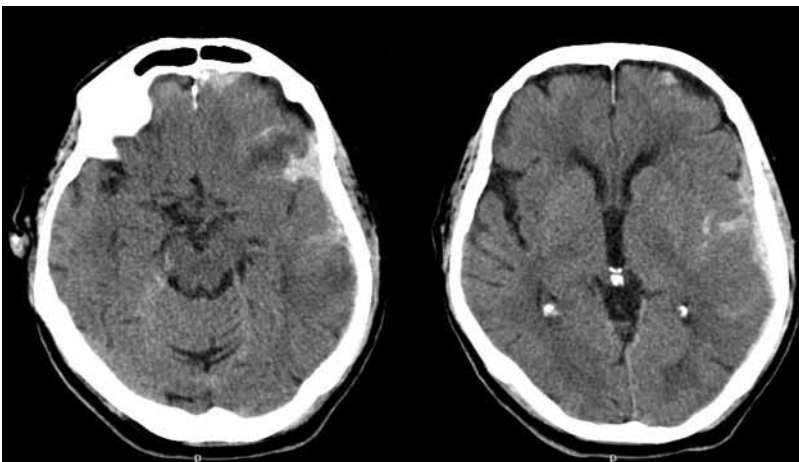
Cortes axiales de TC, que muestran un hematoma subdural agudo hemisférico izquierdo. La lesión no sobrepasa los 25 cm³ de volumen, por lo que se categoriza como difusa tipo II de la clasificación de Marshall.
